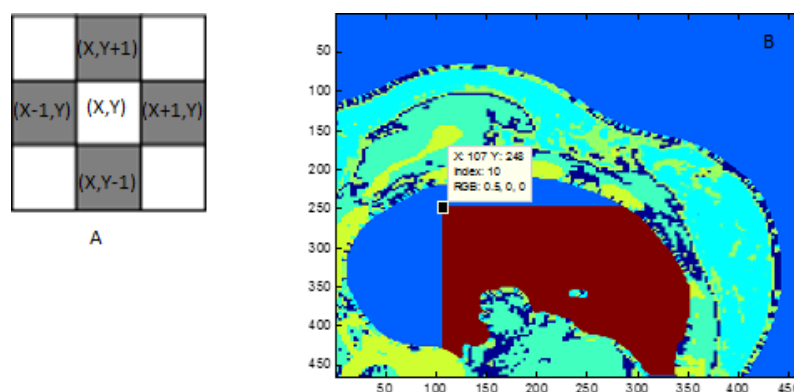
A: visualização do conceito 4-vizinhança aplicado para definir quais os *pixels* que se deviam classificar como tecido pulmonar; B: Representação de uma imagem digital do modelo do torso feminino da seqüência *CT58040* que demonstra a aplicação do primeiro varrimento, tendo em conta o ponto de referência escolhido.
